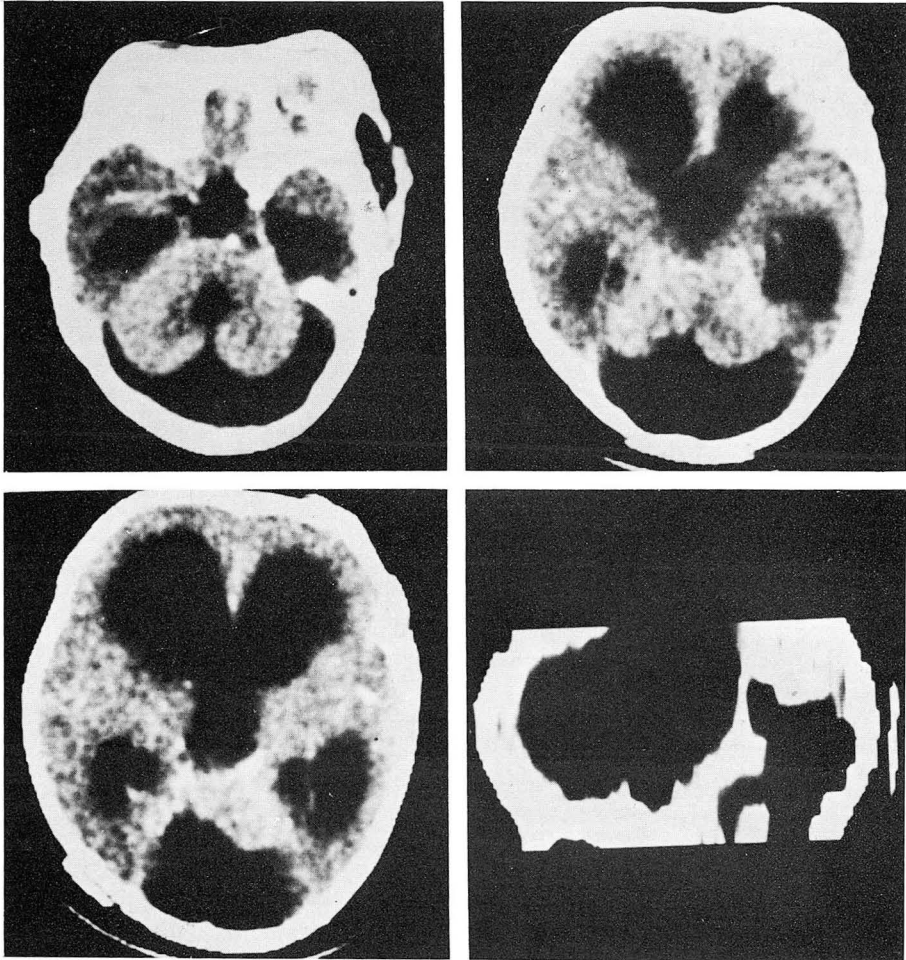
(Case II) Computed tomography shows large crescent shaped posterior fossa cyst, communicating with the apparent fourth ventricle through vallicula and also shows marked dilatation of the lateral and the third ventricle. Cerebellar hemisphere is compressed and atrophic. Cerebellar vermis is not visualized. B. Sagittal reconstruction also shows posterior fossa cyst communicating with the apparent fourth ventricle. This case is thought of a Dandy-Walker variant.
